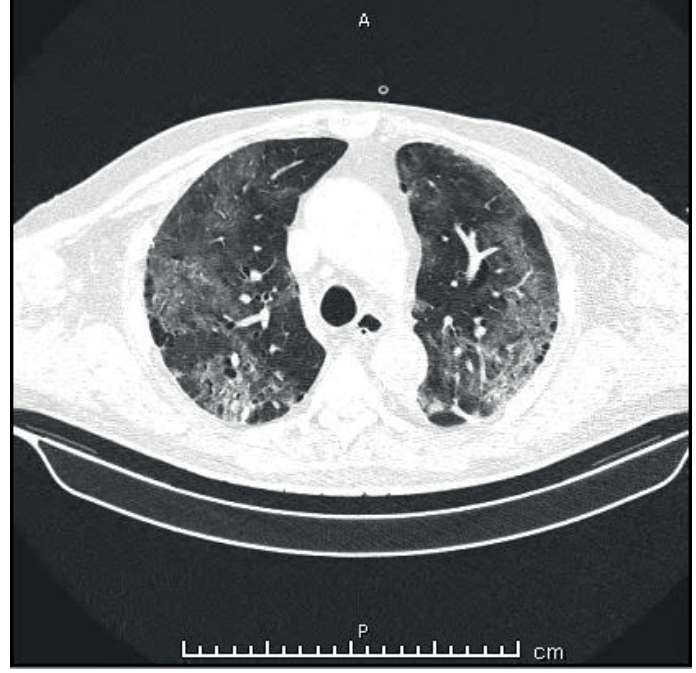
Tedavi sırasında çekilen kontrol toraks BT'de devam eden buzlu cam görüntüsü
